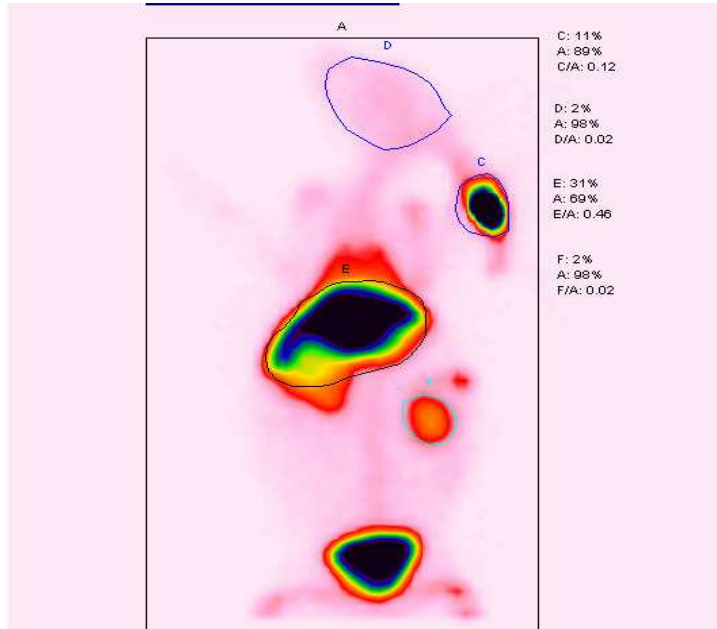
Tc-99m-5-Methoksindol-2- karboksilik asit' in Yeni Zelanda Beyaz tavşandaki sintigrafisi.
